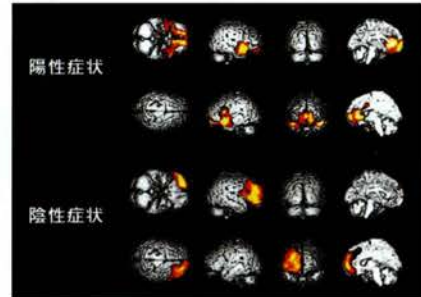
精神分裂病の ^{99m}Tc -HMPAO SPECT。SPM処理画像。陽性症状、特に幻聴を有する症例。両側側頭葉の血流及び前頭前野の内側の血流上昇が認められる(上段)。陰性症状を主とする症例で右前頭葉の血流低下が認められる(下段)。
